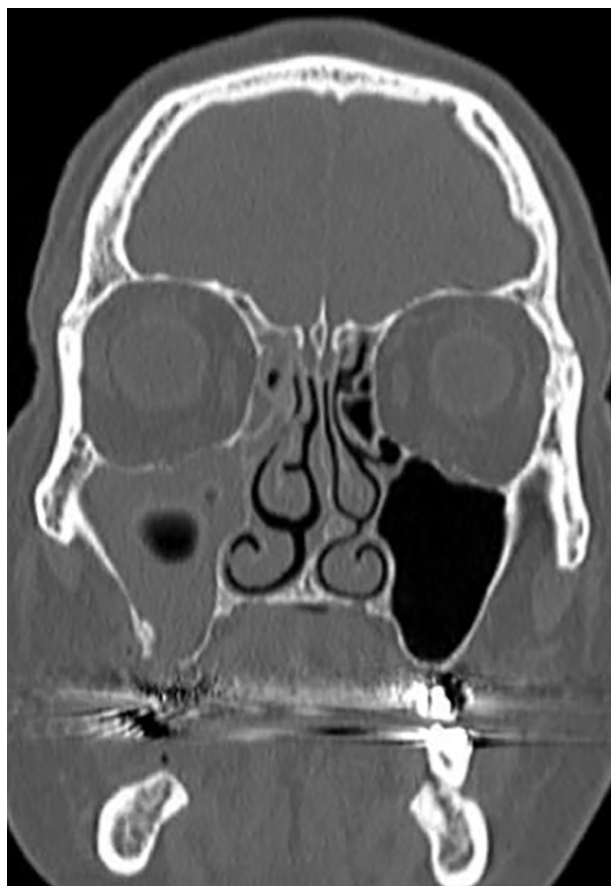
Tomografía macizo craneofacial sin contraste. Corte coronal: comunicación oroantral posterior a exodoncia de pieza dentaria 18 con sinusopatía maxilar derecha.
